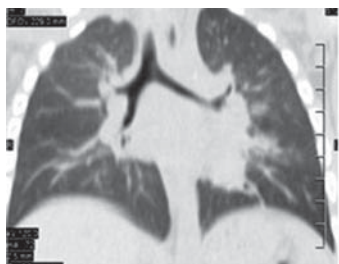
Пациент С., 1 год 8 мес: признаки инородного тела левого главного бронха на МСКТ органов грудной клетки (фронтальный срез)
